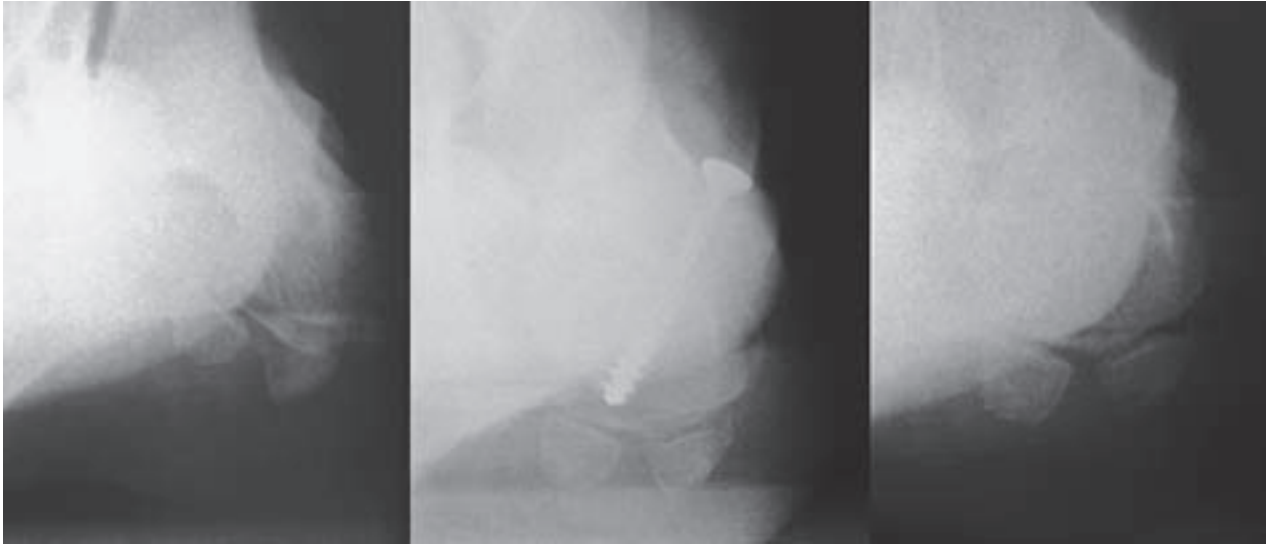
Lateral X-ray view of the left foot. From left to right: before surgery, two months after and eight years after correction of hallux valgus deformity with author's method. Plantar shift of the distal fragment of the first metatarsal is seen in sagittal plane (plantarization of the head).
